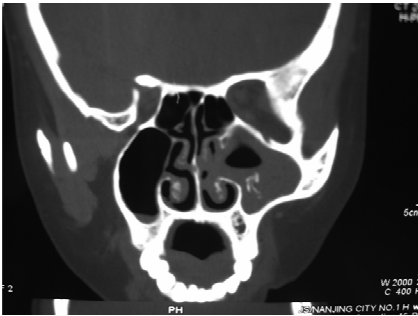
鼻窦 CT 检查见左上颌窦充填密度不均软组织影,伴有条索状不规则高密度影
